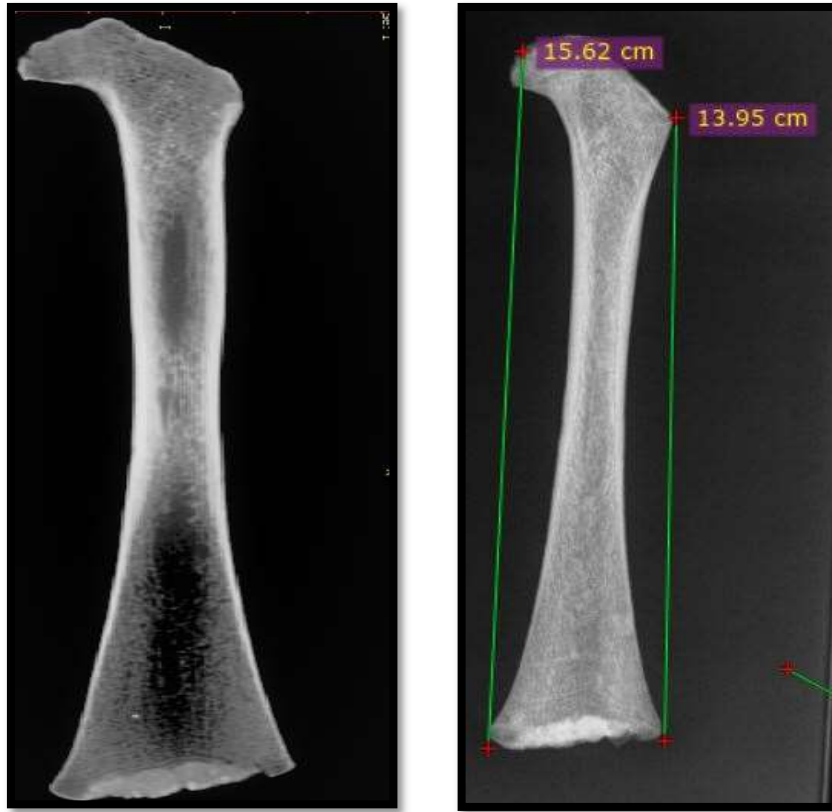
Caso 89. SPECT con visión coronal en reconstrucción Multiplanar (MPR) con mediciones.
